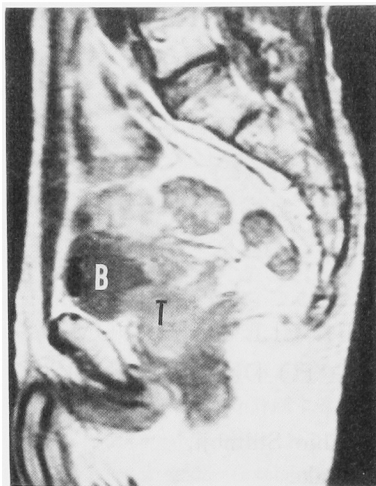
Sagittal plane of MRI showed air at bladder dome and tumor between bladder and colon. (B: bladder, T: tumor)
